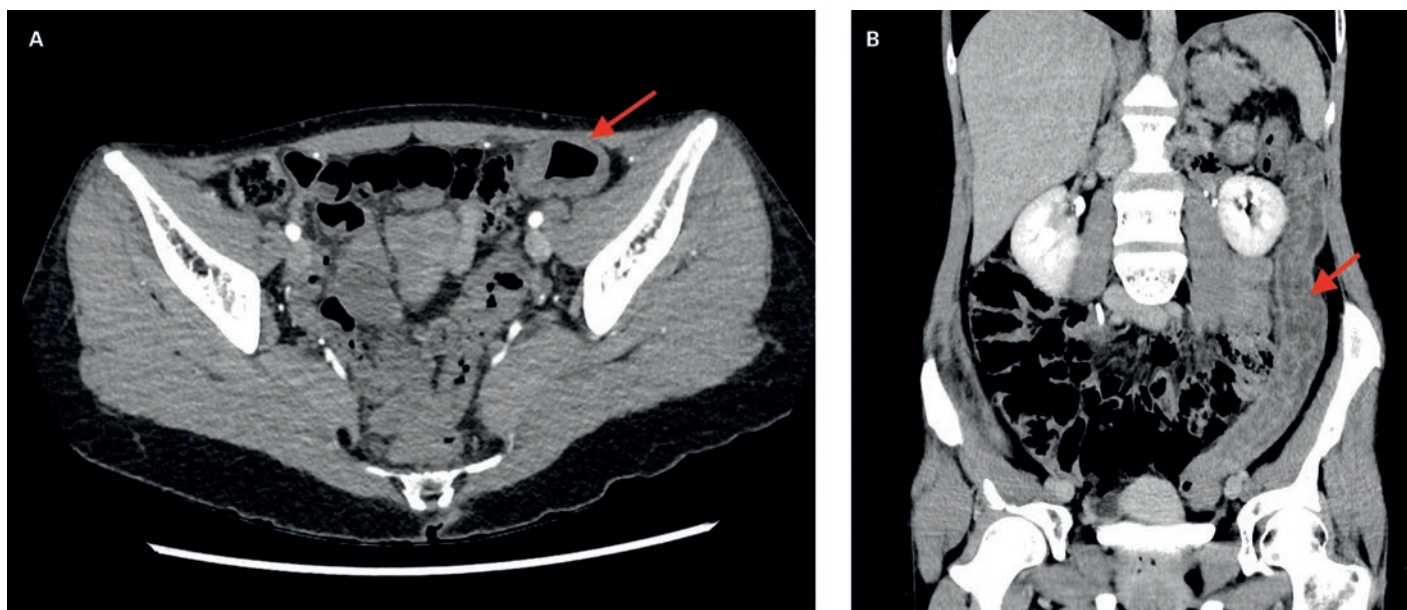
CT-scanner abdominal avec injection de produit de contraste (A: coupe axiale; B: coupe coronale), patiente #4: Colite gauche avec épaissement pariétal circonférentiel (flèche) continu de l'ensemble du côlon gauche, associée à une minime infiltration de la graisse mésentérique adjacente.
